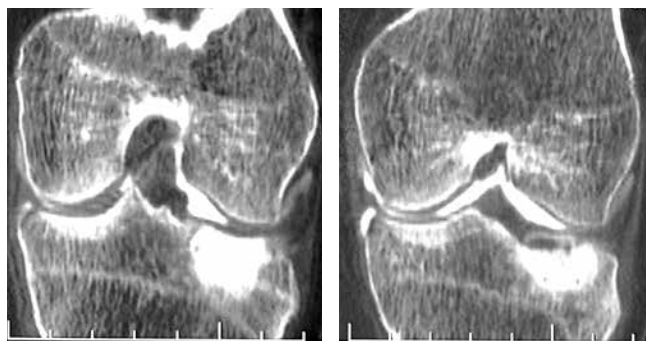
Компьютерная томограмма, прямая проекция. Та же пациентка. Фокус склероза в эпифизе большеберцовой кости с нечеткими контурами
